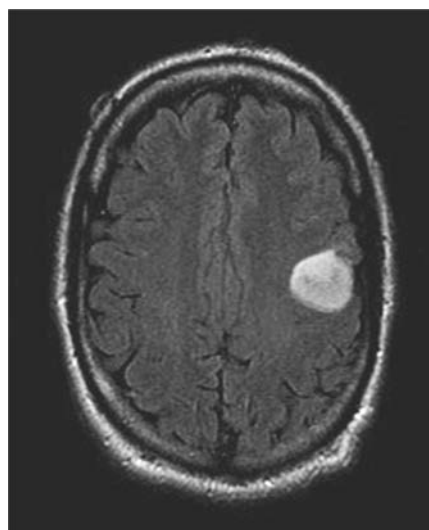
左边正面低级别星形细胞瘤液体衰减反转恢复(FLAIR)MRI 这种病灶没有增强
